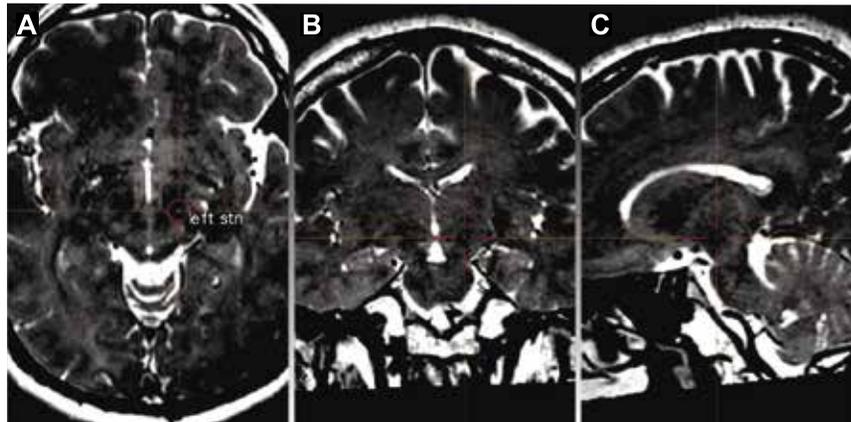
Selección del objetivo en secuencia T2 de resonancia magnética nuclear: región dorso lateral del Núcleo Subtalámico izquierdo. A: corte axial, B: corte coronal, C: corte sagital.
